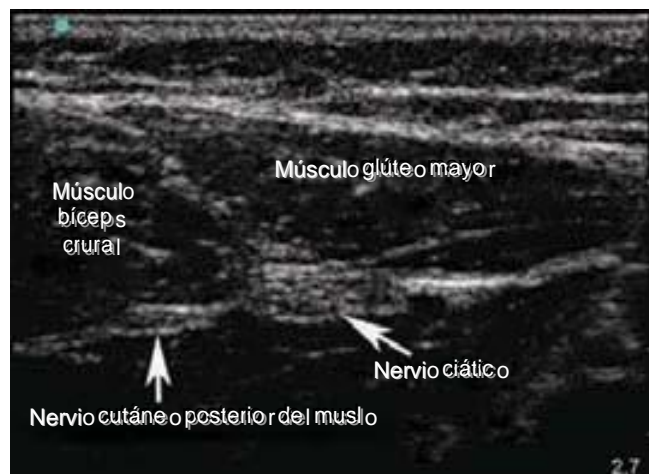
Visualización ecográfica de los nervios ciático y cutáneo posterior del muslo (lado izquierdo = medial; unidad de ultrasonido SonoSite MicroMaxx con sonda de 13 MHz).
